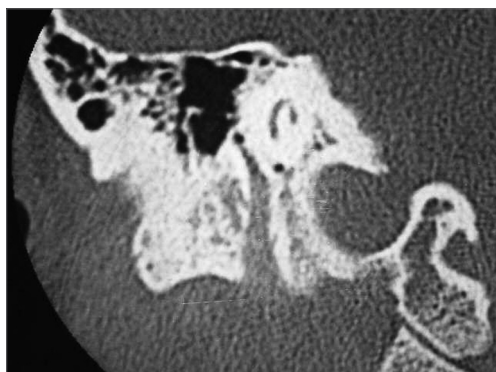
TC do osso temporal direito, plano coronal, demonstrando imagem com densidade de partes moles ocupando e alargando a terceira porção do canal do nervo facial até o forâmen estilo-mastoideio.
